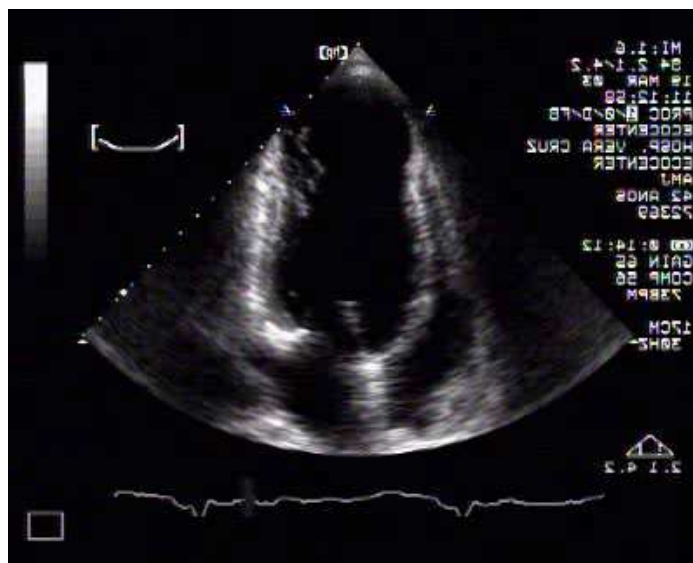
Ecocardiograma bidimensional, corte apical quatro câmaras mostrando um aneurisma na região apical do VE.
